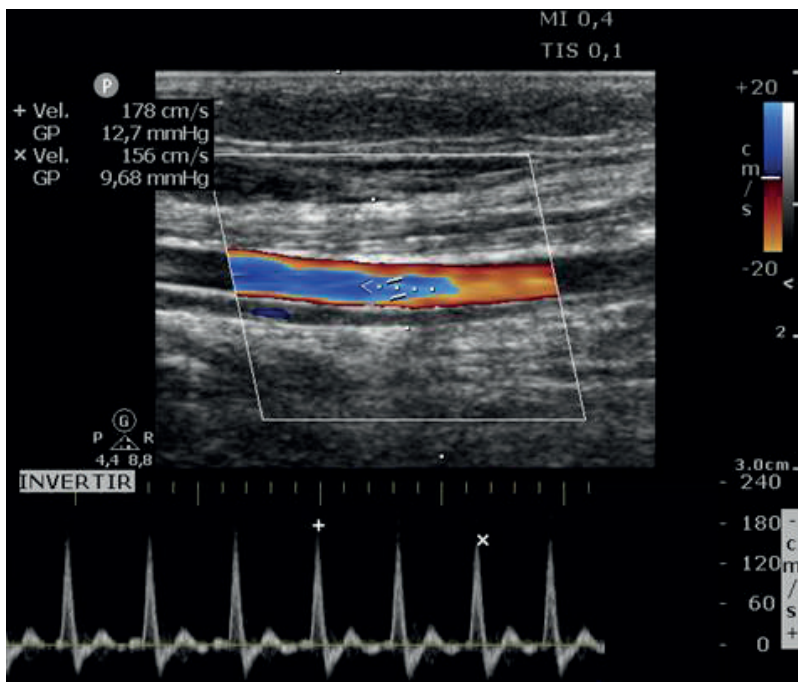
Medición de velocidades pico sistólicas máxima y mínima durante un ciclo respiratorio por doppler espectral, con un valor de variación de 13,1%
